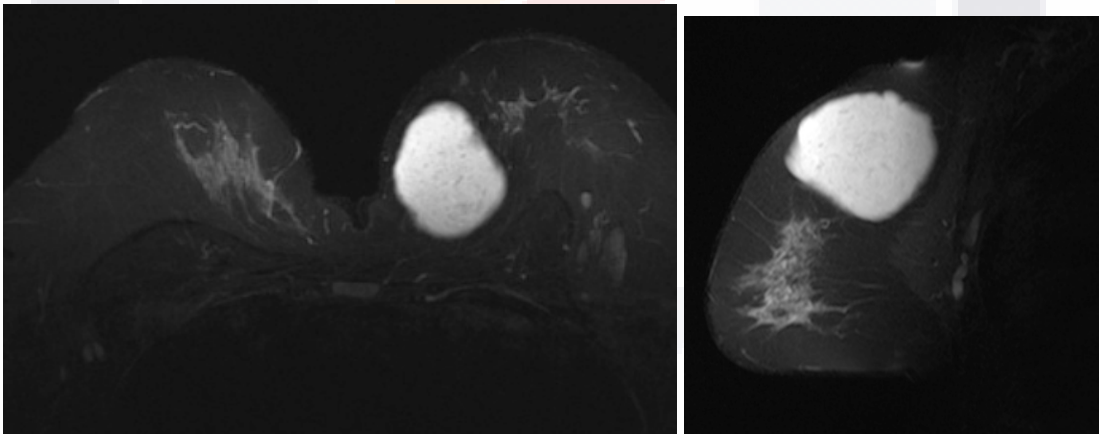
imagen de RM en corte axial bilateral y sagital izquierda, demostrando un nódulo al observarse en mas de 2 dimensiones
